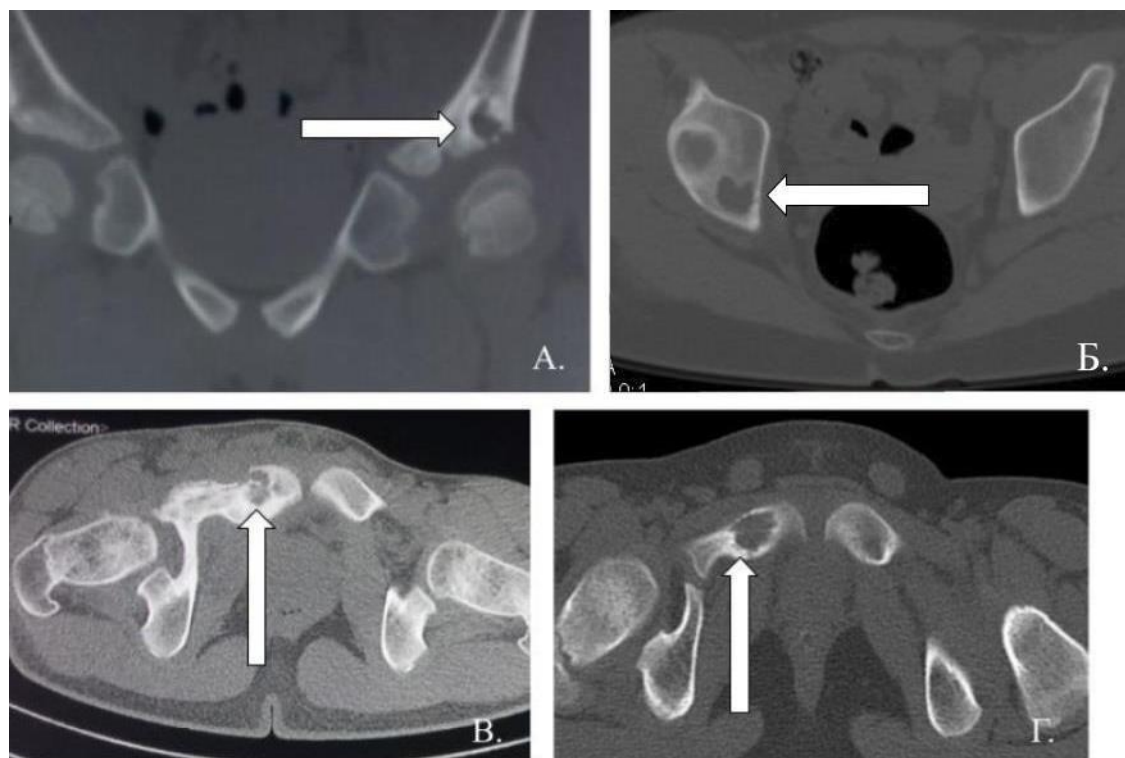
а – Пациент Ф, 4 года (и\б №1496). Туберкулезный остеомиелит. КТ костей таза, фронтальная проекция, костное окно. Полость деструкции в правой подвздошной кости;
